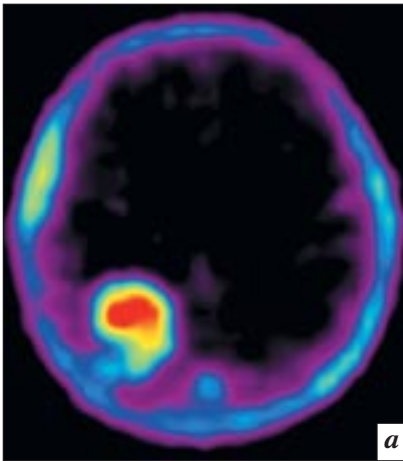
Пациент П., 66 лет, с мультиформной глиобластомой правой теменно-височно-затылочной области: *а* – при ПЭТ с ^{11}C -ХОЛ в проекции опухоли обнаружен очаг гиперфиксации РФП, ИН=13,5; *б* – при ПЭТ с ^{11}C -МЕТ в проекции опухоли – очаг гиперфиксации РФП, ИН=2,8.
